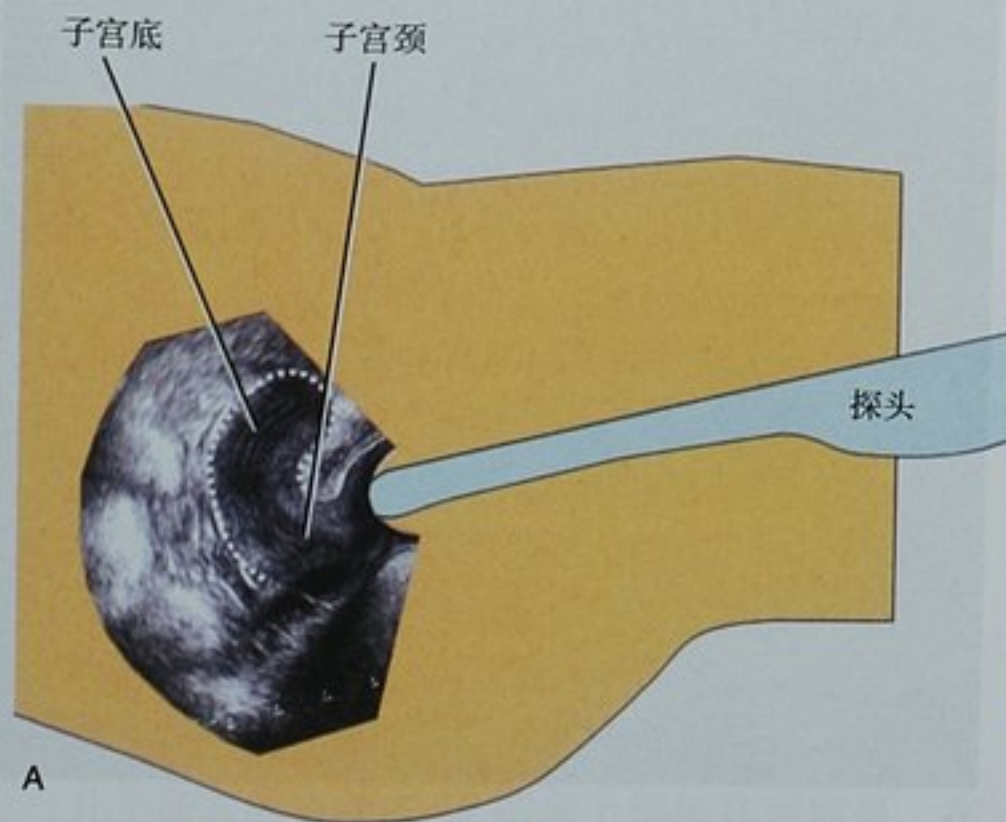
图解显示经阴道超声下的子宫矢状面观察。A. 前倾位子宫与探头间的矢状面关系。将头向右倾斜可得到常规观察的影像;B. 后倾子宫与探头间的矢状面关系
